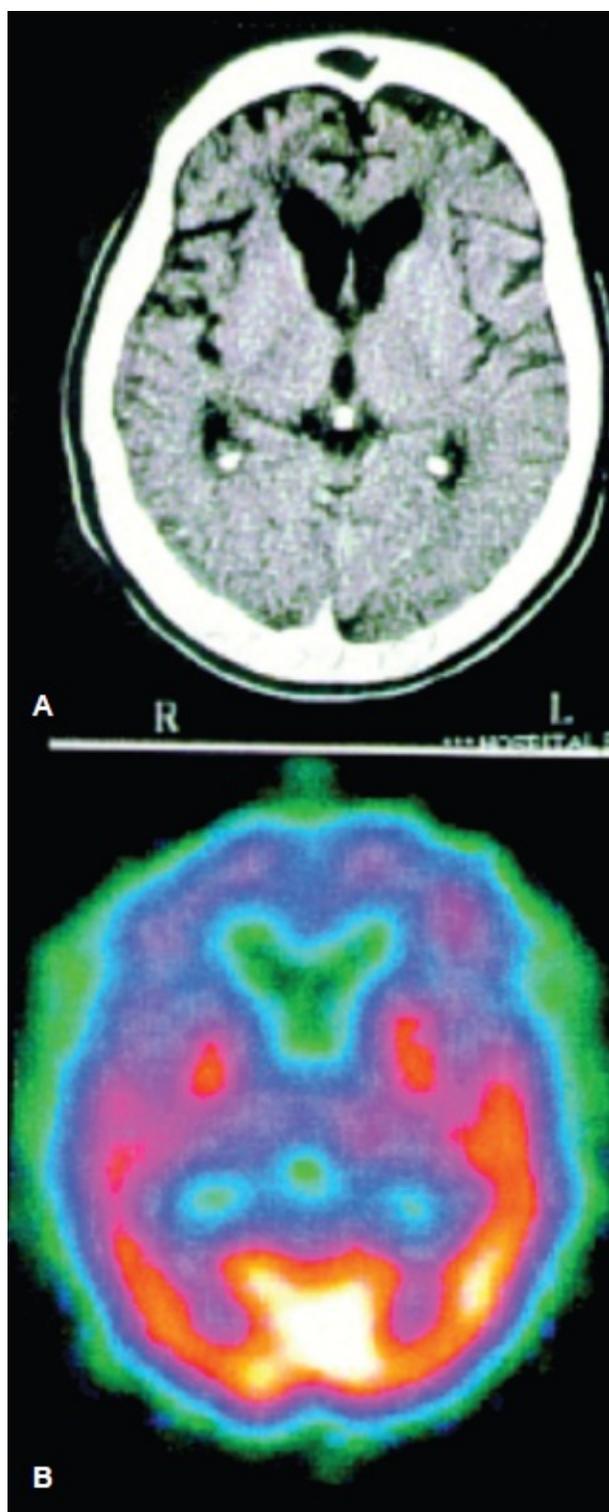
A. Tomografia computadorizada de crânio revelando atrofia cortical leve em regiões frontais e temporais anteriores em paciente com diagnóstico de demência frontotemporal variante comportamental (DFTvc). B. No mesmo paciente, SPECT cerebral mostra hipoperfusão acentuada nas regiões descritas.
